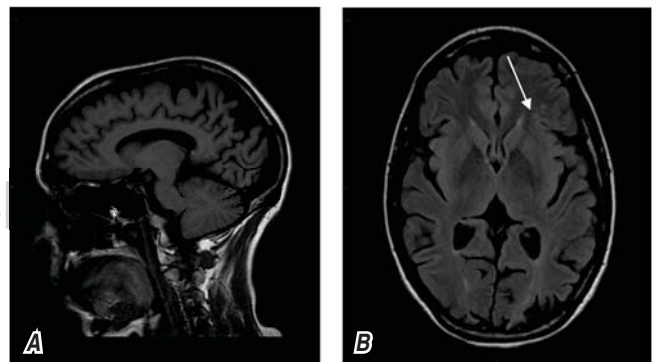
Resonancia magnética de encéfalo. Se muestran secuencias T1. A, corte sagital en el que se demuestra importante atrofia cortical. B, corte axial en el que se observan imágenes hiperintensas (flecha) a nivel de lóbulo frontal izquierdo compatible con microinfartos.
